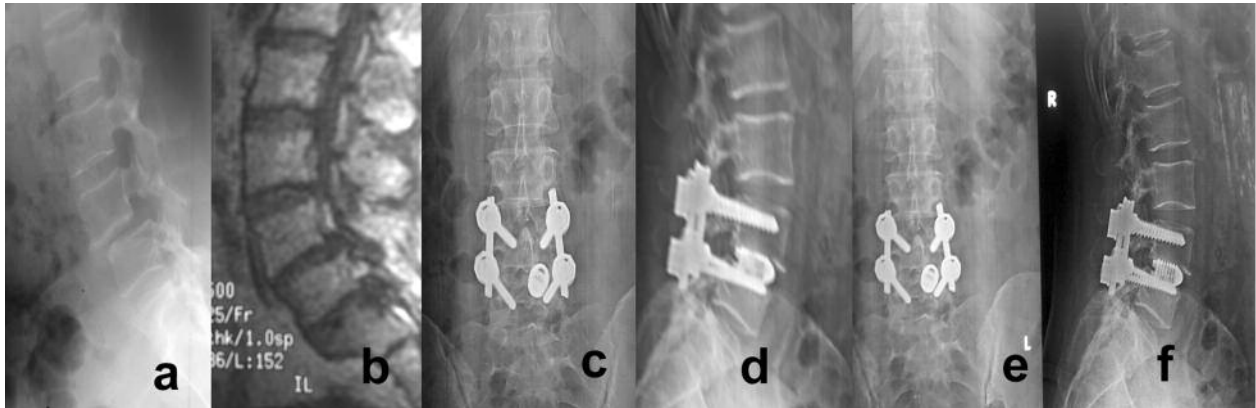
The radiologic findings of the patient E. (a) Preoperative lateral radiogram, (b) sagittal MR image, (c,d) postoperative P-A and lateral radiograms and (e,f) postoperative two years control radiographies of the patient with the degenerative spondylolisthesis L4-5 were seen. Formation of the interbody osseous-metal block was occurred.
